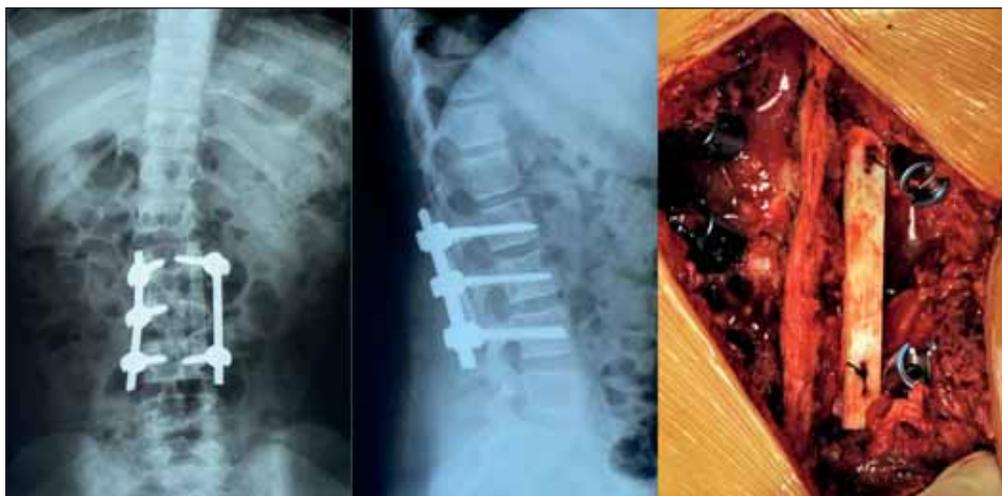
Рентген после хирургического вмешательства и внешний вид послеоперационной раны
